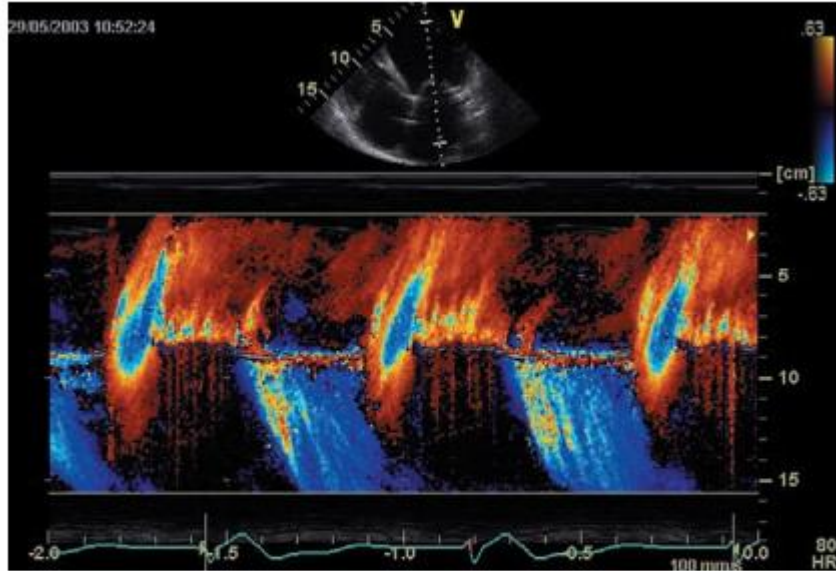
Doppler color en modo M guiado por eco bidimensional que permite analizar el porcentaje de sístole que ocupa la regurgitación. En este caso puede verse que es pansistólica, que sería otro signo de severidad (color azul).
